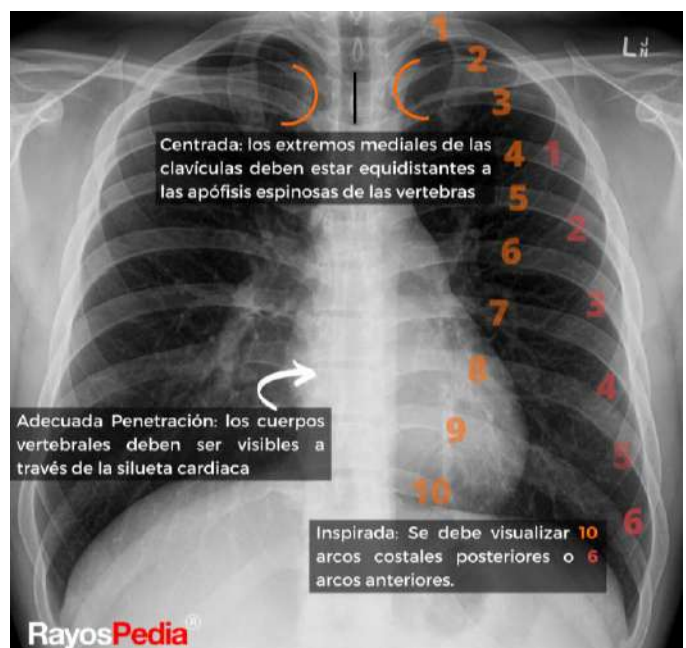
Criterios de calidad de una radiografía PA
